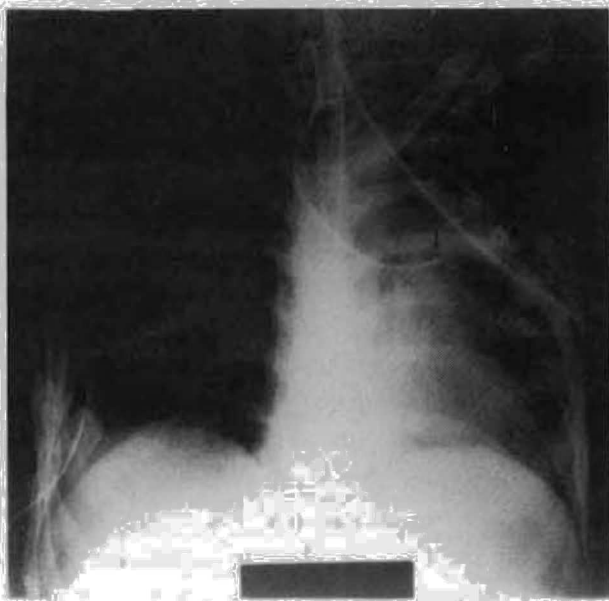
Radiografia do tórax após encravamento do catéter no BLSE, constatando-se paragem do débito de ar pelo dreno torácico esquerdo (a seta indica o balão)
